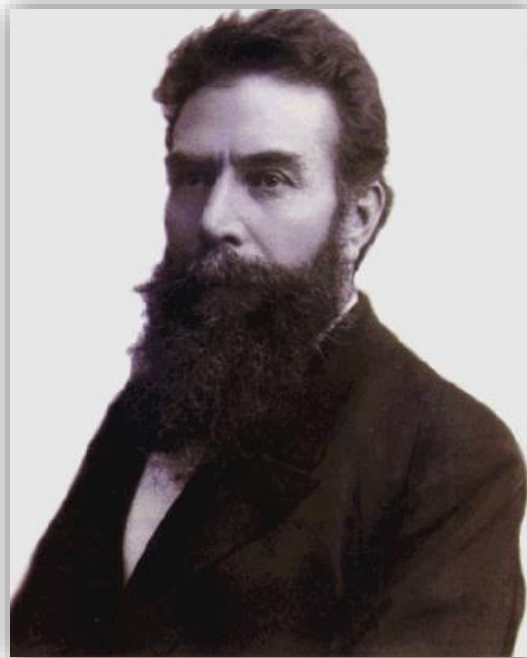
Wilhelm Conrad Röntgen
